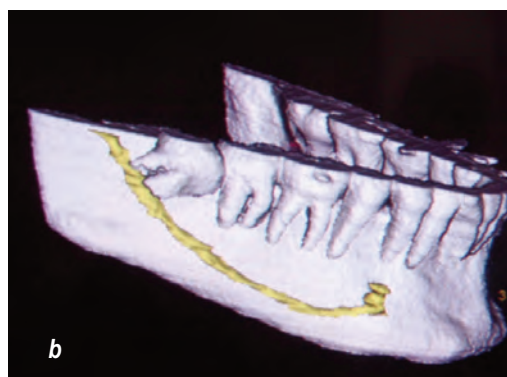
(a y b): Tomografía en 3D, vista sagital.
